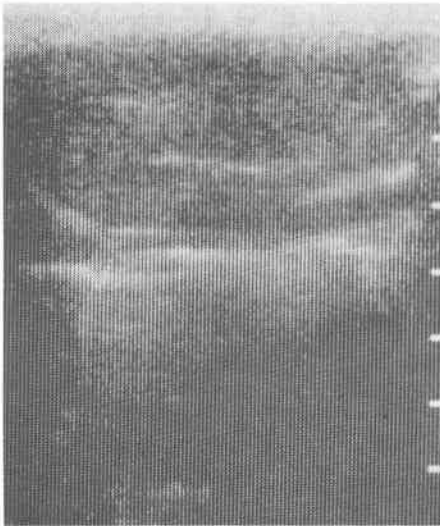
同例における VX<sub>2</sub>移植肝癌の移植後2週目の超音波像で腫瘍は低エコー型を示す（左肋骨弓下縁走査 T: 腫瘍）
